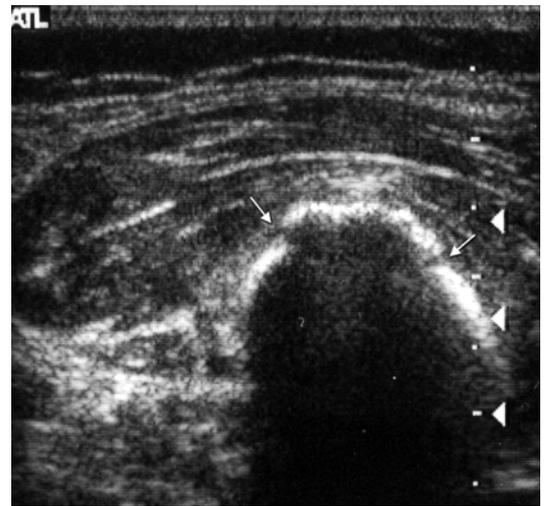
超音波橫切圖。探頭垂直股骨，可見高回音不規則骨痂及明顯的兩處皮質不連續(箭頭)於股骨前內側。
